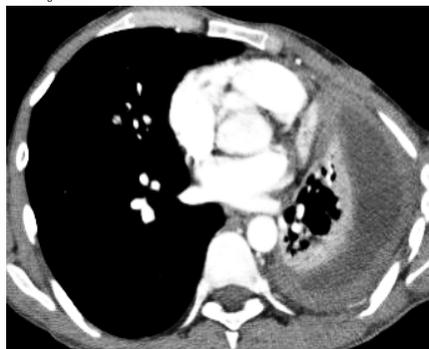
Corte axial TC de tórax contrastado. Disminución en el volumen del hemotórax izquierdo asociado a derrame pleural y engrosamiento liso de la pleura parietal (flecha) en un paciente con tuberculosis pleural.
